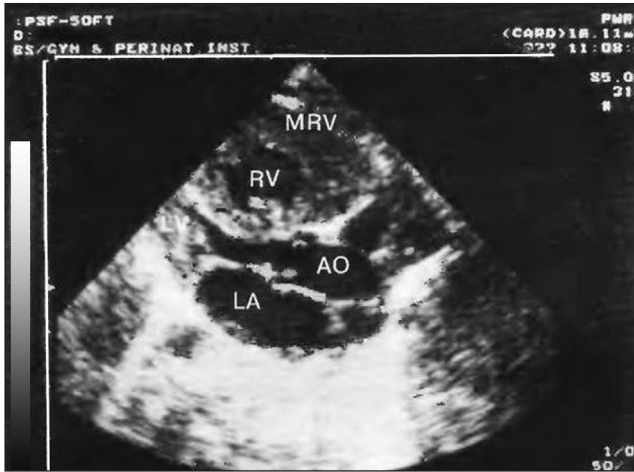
Эхокардиографическое исследование сердца при стенозе легочной артерии
